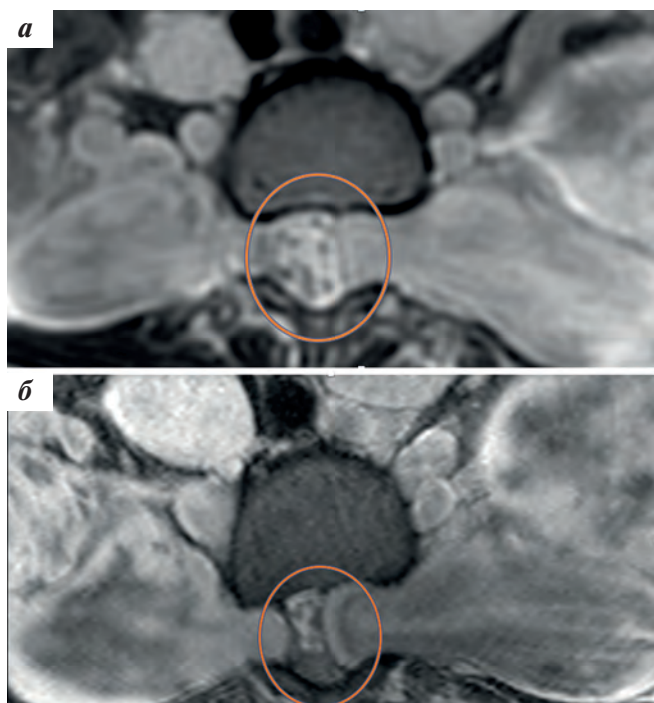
МРТ позвоночника (поперечные срезы): а — до лечения; б — через 6 мес терапии траметинибом. Выделено заполнение позвоночного канала
